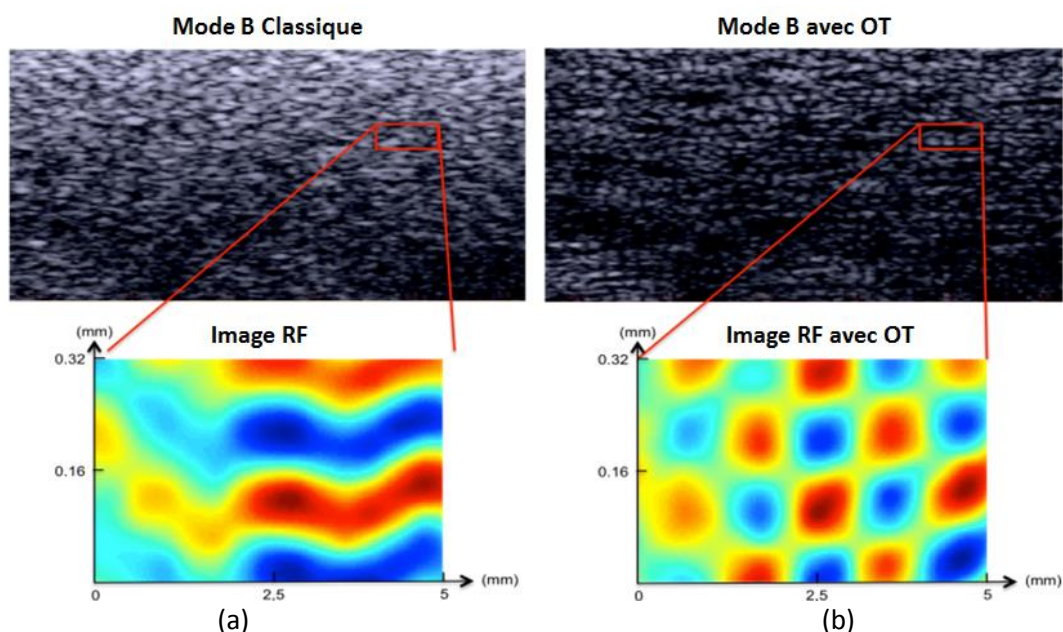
Visualisation des OT sur les images US. (a) Image mode B classique sans OT d'un fantôme ultrasonore et zoom sur l'image RF correspondante. (b) Image mode B avec OT du même fantôme et zoom sur l'image RF correspondante.
